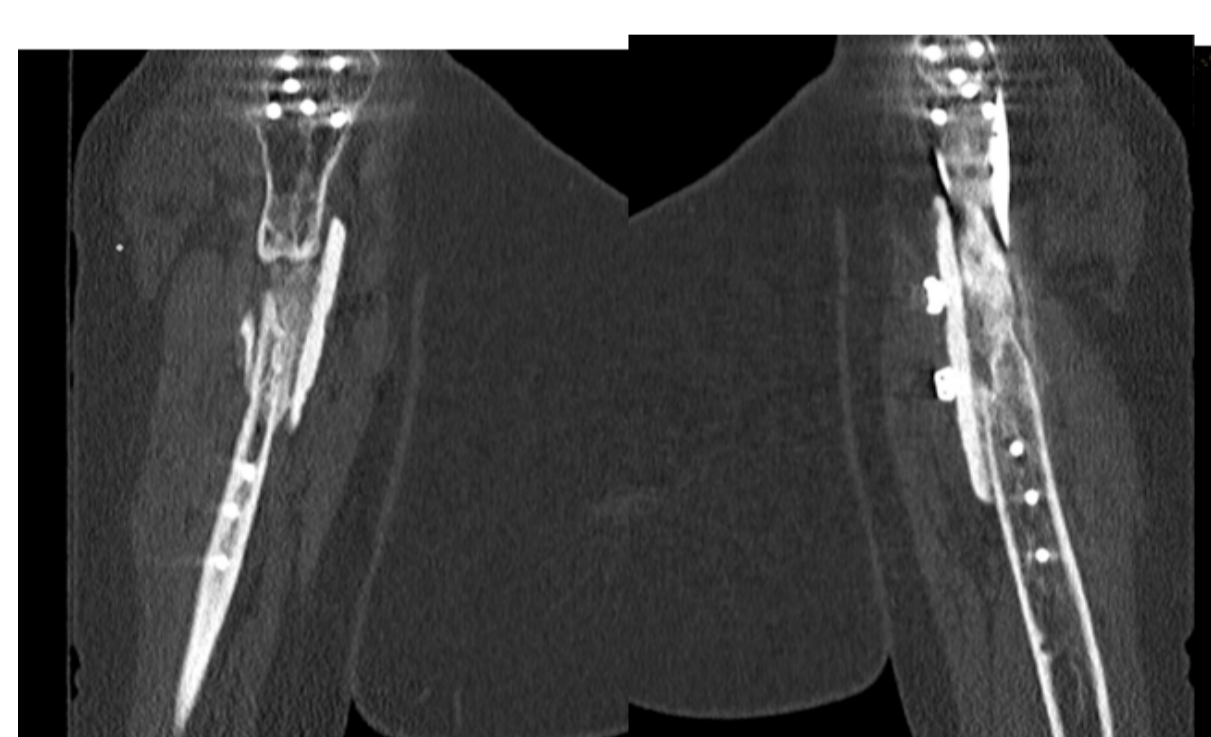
TC de húmero derecho de control tras revisión quirúrgica.
